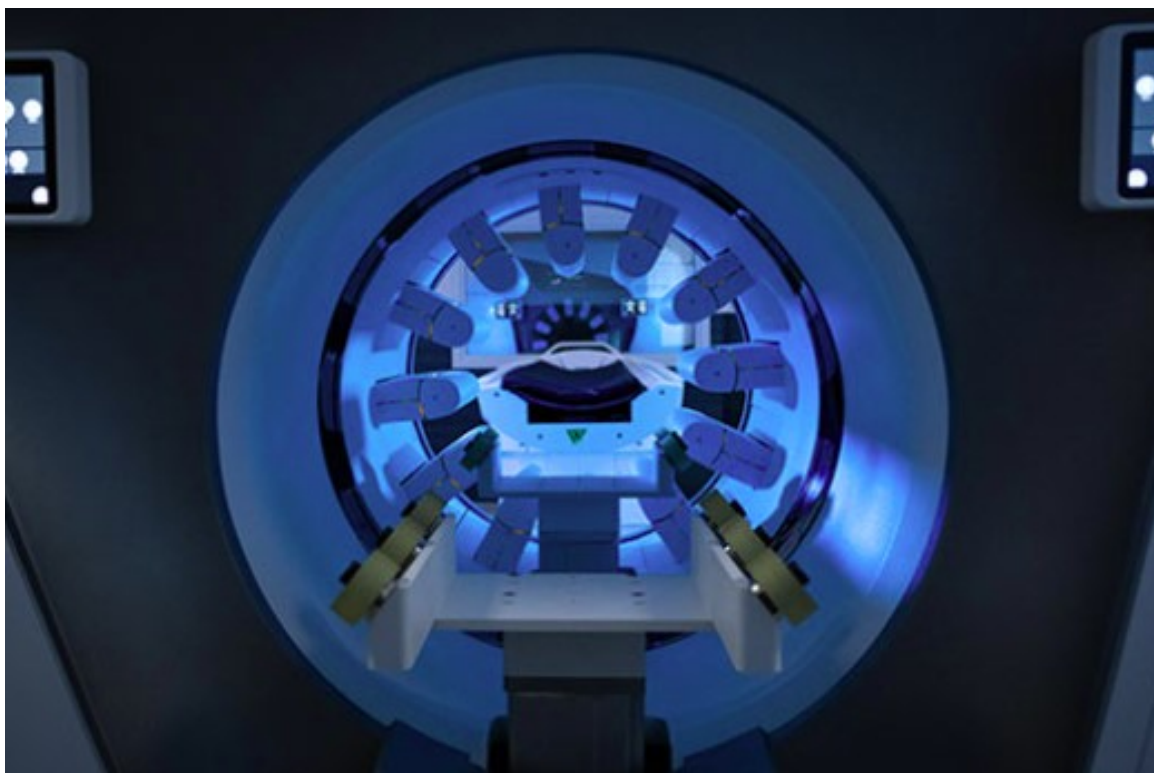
Caméra de tomographie par émission monophotonique VERITON-CT utilisée dans le service de médecine nucléaire du CHU de Nancy
